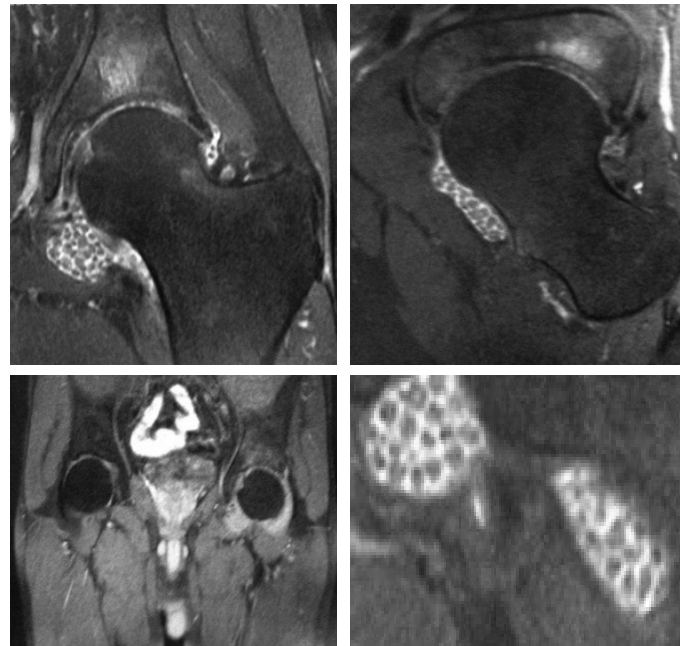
Ressonância Magnética do quadril esquerdo ponderada em T2, com artropatia inflamatória e comprometimento sinovial, com múltiplas pequenas lesões nodulares, associados a osteíte do acetábulo, corte coronal (A), sagital (B), coronal pelve (C) e axial (D).
